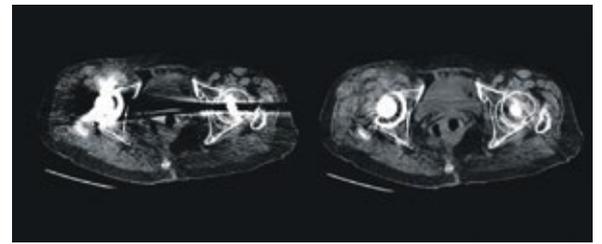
Erstmals in der 16-Zeilen-CT: die SEMAR-Metallartefaktreduktion. Im oberen Bild stören die CT üblichen Aufhärtungsartefakte noch die Diagnosefindung. Im rechten SEMAR-Bild wurden diese Artefakte signifikant reduziert.
